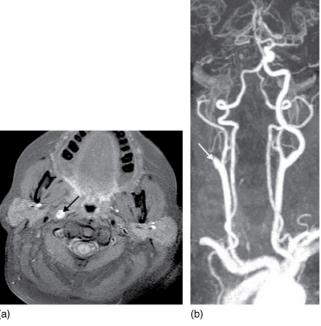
Dissection de l'artère carotide droite en IRM. a et b. Aspect d'occlusion en queue de radis au niveau de la partie distale du bulbe carotidien en séquences angiographiques avec gadolinium (flèche blanche) ; sur les coupes axiales en séquence dite sang noir, visualisation de la dissection avec l'hématome de paroi (flèche noire).
